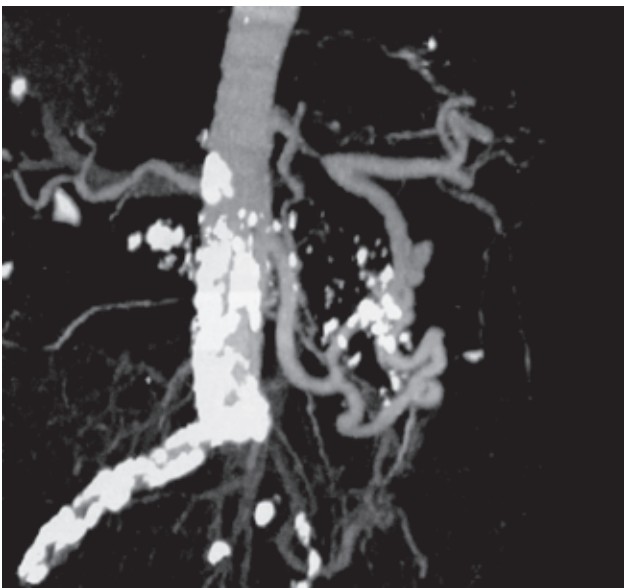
Спиральная КТ-ангиография (Brambs H. J., 2001 [22]). Тяжёлый атеросклероз чревного ствола в сочетании с кальцификацией поджелудочной железы
